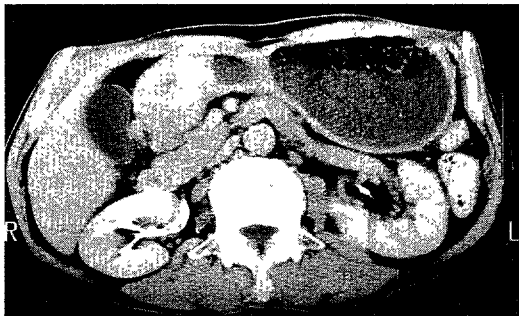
Abdominal CT scan demonstrates circumferential wall thickening at gastric antrum with partial enhancement and perigastric fat thickening with nodular densities along the greater curvature.
